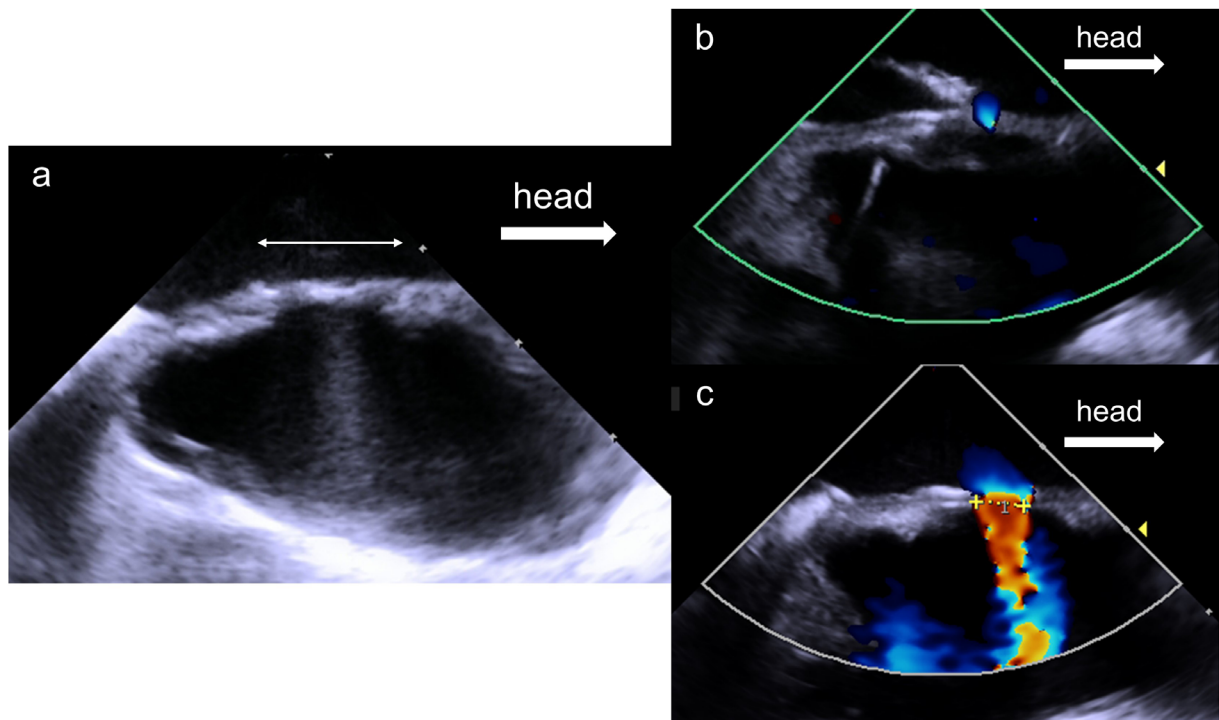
(a) Intracardiac echocardiography indicating that the region of the spontaneously closed fenestration was thinner than the Fontan Conduit and associated with posterior echo enhancement. (b) Intracardiac echocardiography after penetration with the Nykanen™ RF wire. (c) Intracardiac echocardiography after balloon dilatation for the conduit
